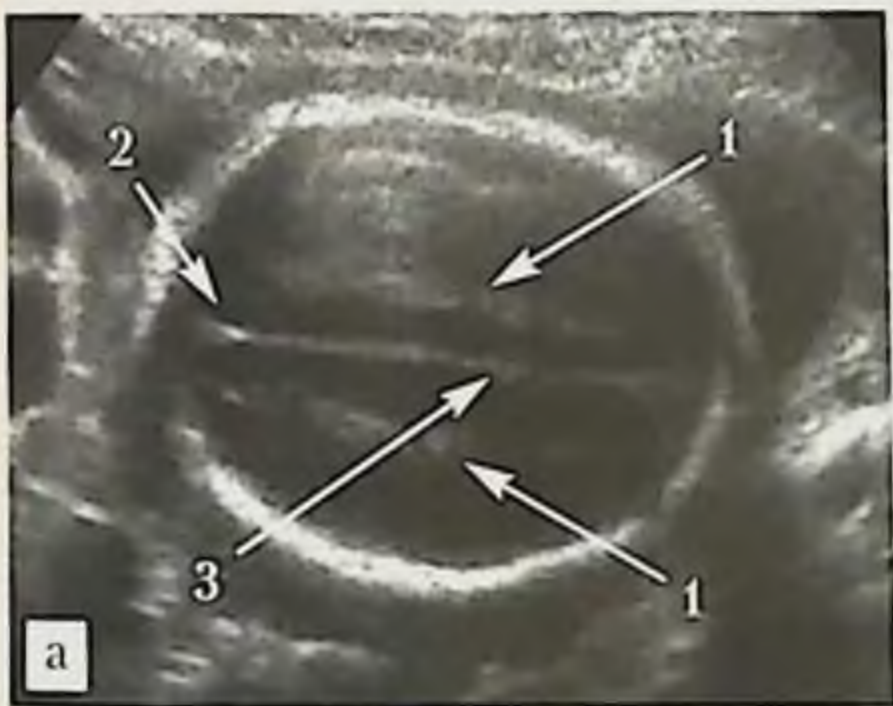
УЗИ головы плода, верхняя поперечная плоскость: а — эхограмма головы плода в 22 нед гестации (трансабдоминальный доступ со стороны левой теменной кости); 1 — парамедианные линии, 2 — серп, 3 — межполушарная щель; б, в — схемы расположения датчика, головы плода и ориентации плоскости сканирования.
